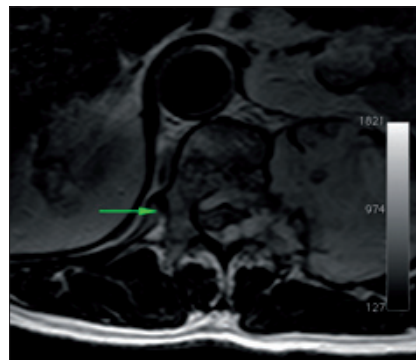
Resonancia nuclear magnética. Fase T2. Estenosis canal medular secundario a invasión de quiste hidatídico. Nivel T12-L1 (flecha).
